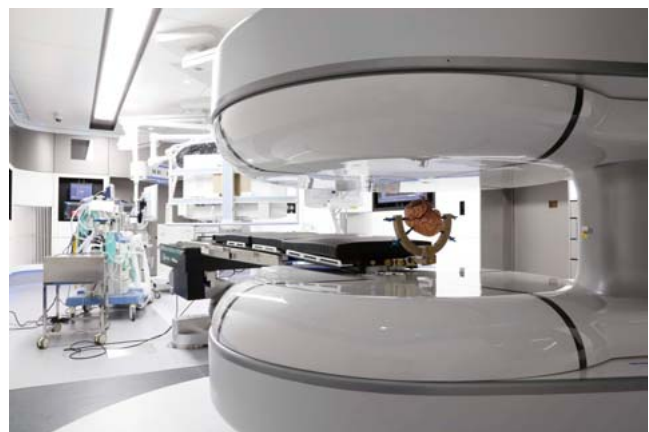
MRIへの患者搬送を自動化するロボティック手術台
